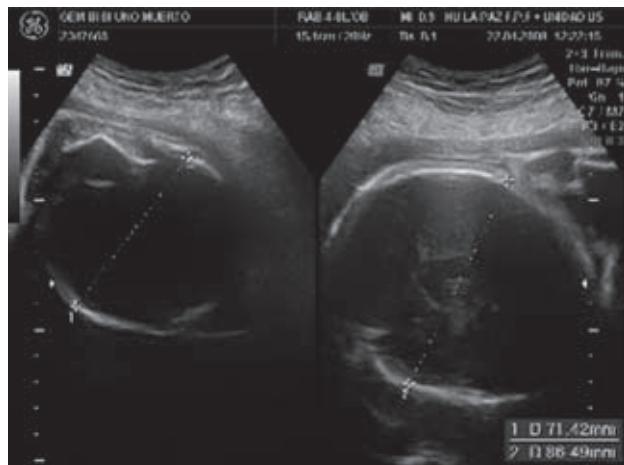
Ecografía de una gestación gemelar biconvexa biamniótica en la semana 36. Izquierda: feto muerto con signos de aplastamiento en la cabeza fetal. Derecha: feto vivo sin signos de alteración en el sistema nervioso central.
